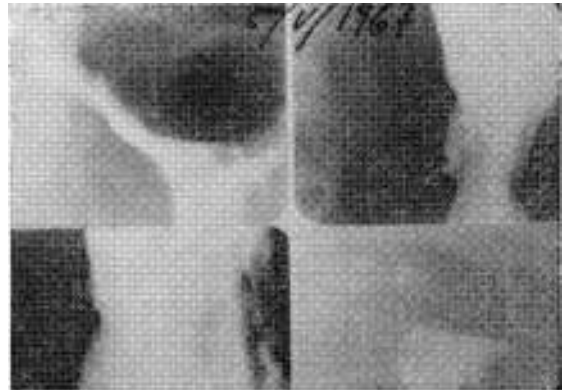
(Caso 2). Radiografías de un paciente que comenzó su sufrimiento doloroso epigástrico en mayo de 1967. Nicho plano engarzado en la pequeña curva vertical. Aspecto neoplásico.
